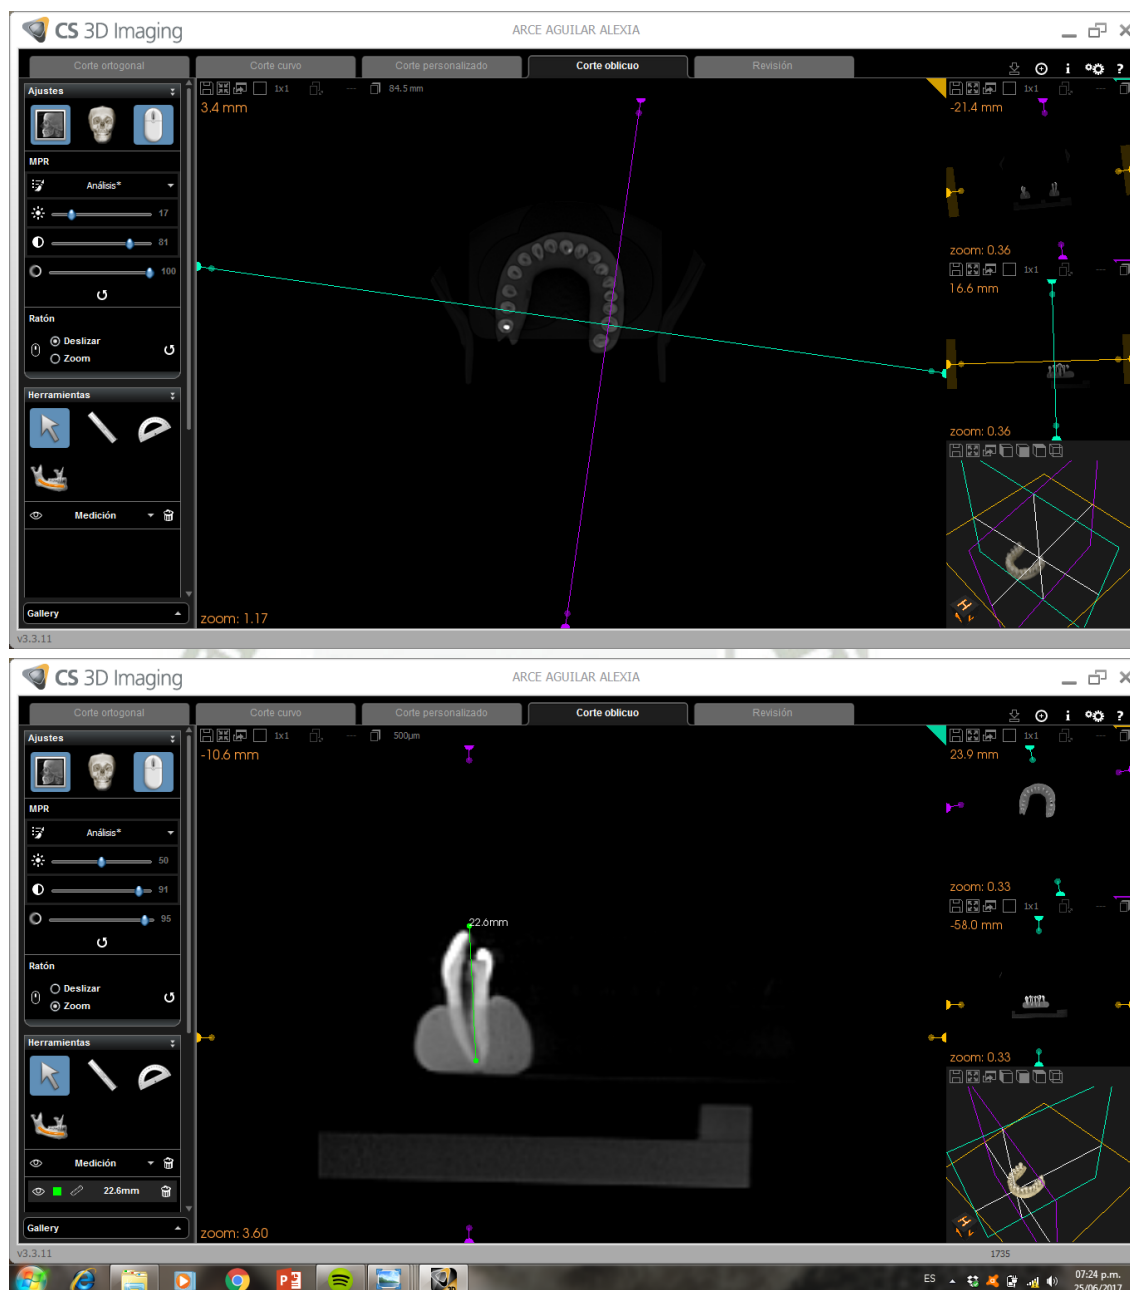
Tomografía del primer grupo
